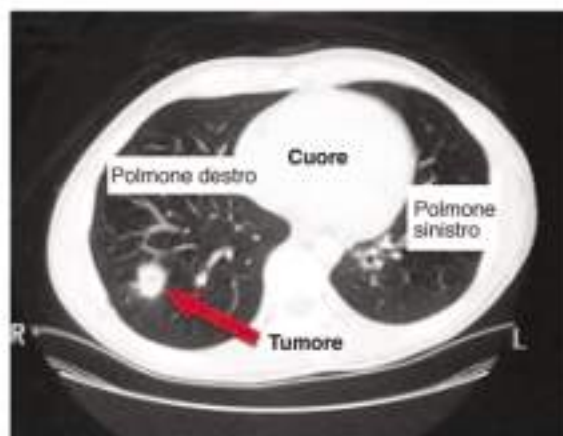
Una scansione TC del torace che mostra un tumore del polmone
